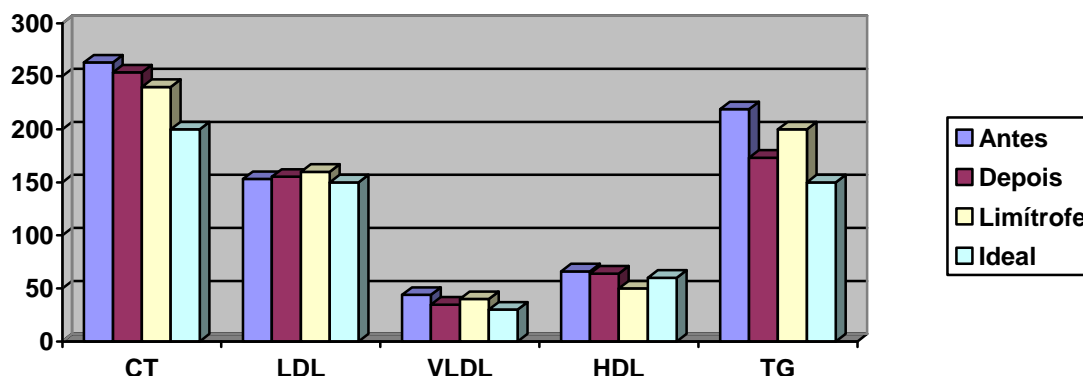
Todos os resultados estão em mg/dl. CT = colesterol total; LDL = lipoproteína de baixa densidade; VLDL = lipoproteína de muito baixa densidade; HDL = lipoproteína de alta densidade; TG = triglicerídios.
